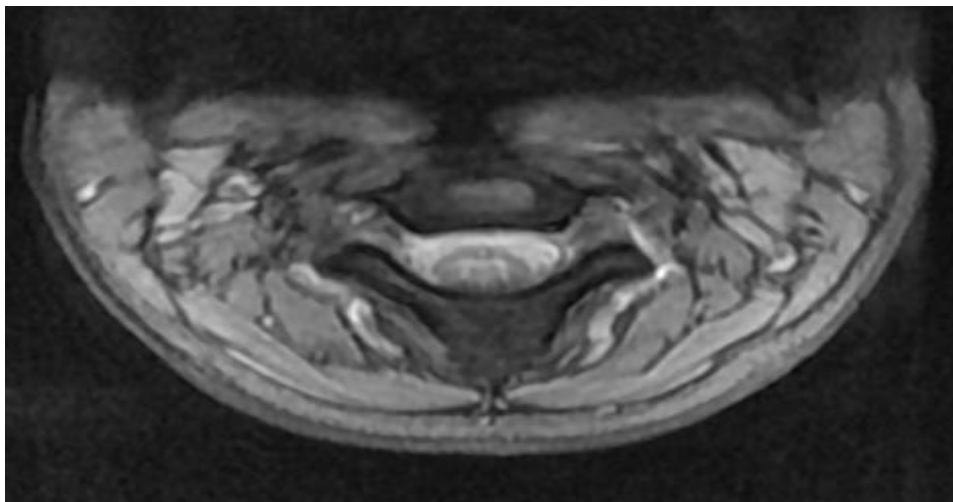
IRM en coupe axiale de la moelle cervicale montrant un hypersignal T2 limitée à la substance grise formant un signe de H.
